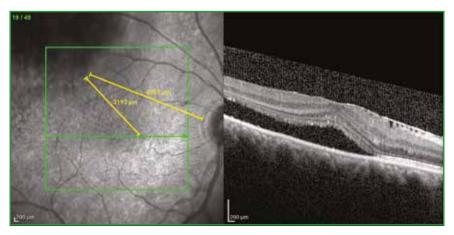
Tomographie par cohérence optique maculaire montrant un décollement séreux rétinien fovéolaire avec membrane épirétinienne en rapport avec l'hémangiome choroïdien.
